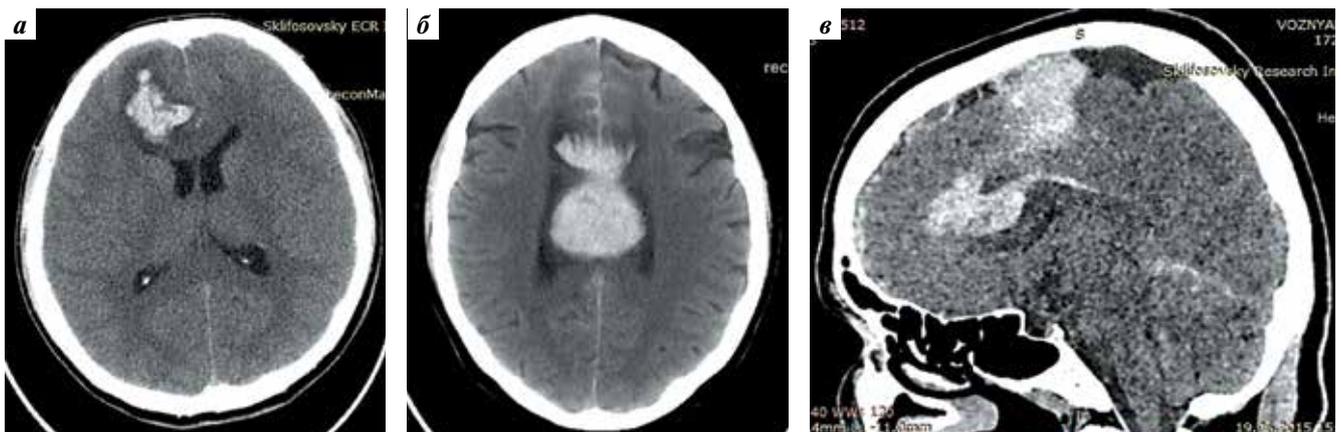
Компьютерная томография головного мозга. Внутримозговые гематомы: а – в правой лобной доле; б – в мозолистом теле и межполушарной щели; в – в межполушарной щели (смещает мозолистое тело кзади и книзу)
